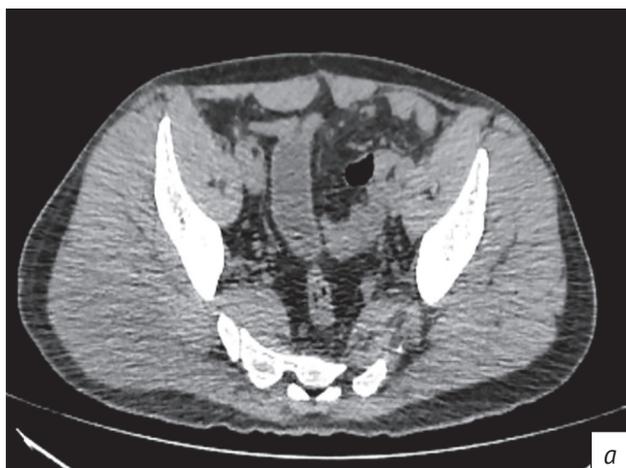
КТ органов малого таза в аксиальной плоскости в нативной (а), артериальной (b), венозной (c), отсроченной (d) фазах контрастирования. В правой ягодичной области мягкотканное образование, неоднородно накапливающее контрастный препарат от периферии к центру, с максимальным накоплением к отсроченной фазе сканирования
